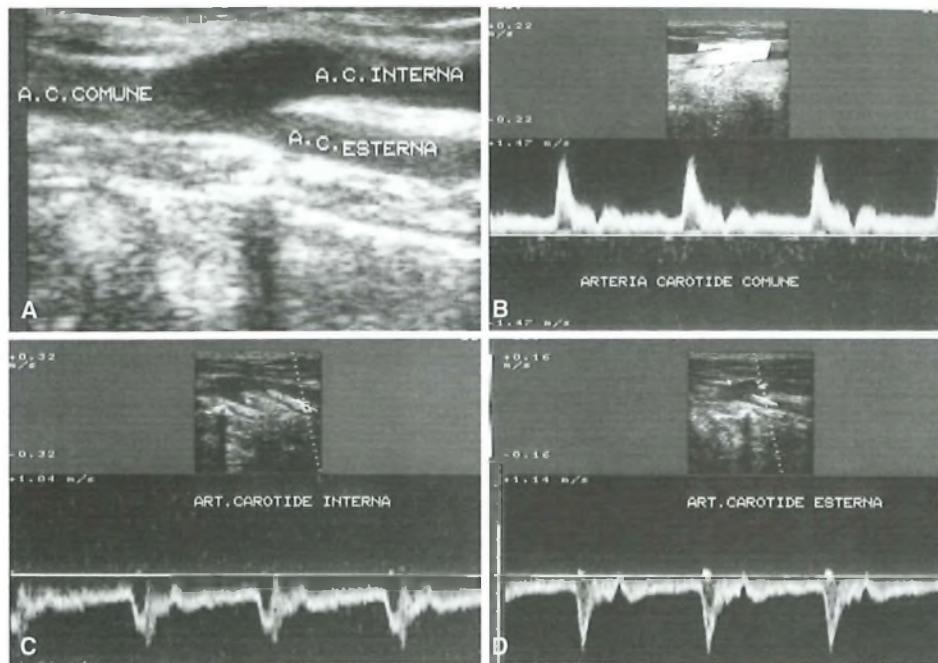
Eco-Doppler dei rami carotidi in proiezione assiale in un soggetto sano (A); flussimetria eseguita con Doppler pulsato in carotide comune (B), carotide interna (C), carotide esterna (D) in un soggetto sano.
